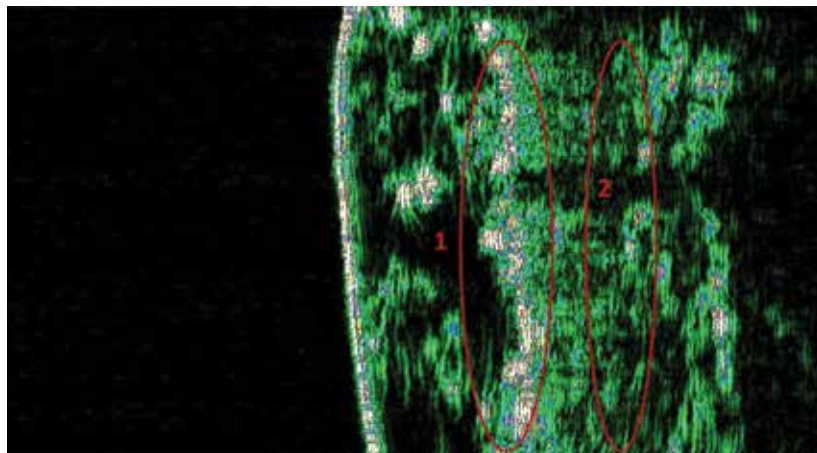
УЗИ стрий до начала применения средств Ла-Кри Мама: 1 – выравнивание рогового слоя в области стрии; 2 – уплотнение тканей дермы
